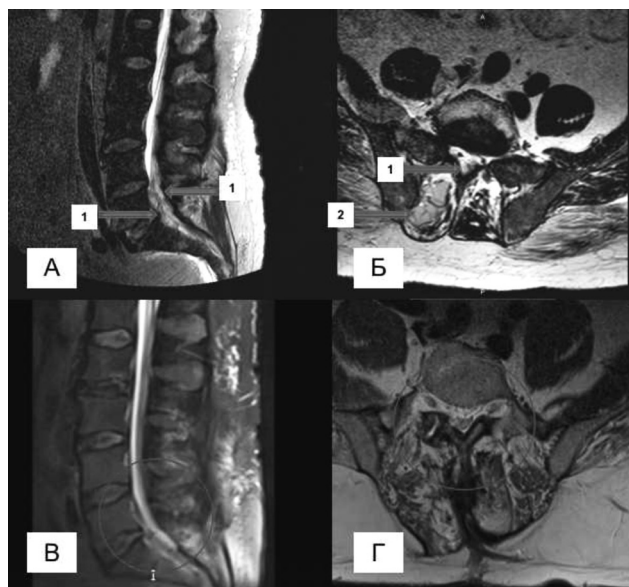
Спинальный эпидуральный абсцесс L3-S1 у пациента Д. Компьютерная томограмма поясничного отдела позвоночника в сагиттальной и аксиальной проекциях А и Б – до операции, В и Г – после оперативного лечения (1 – спинальный эпидуральный абсцесс, 2 – паравертебральный абсцесс мягких тканей)
